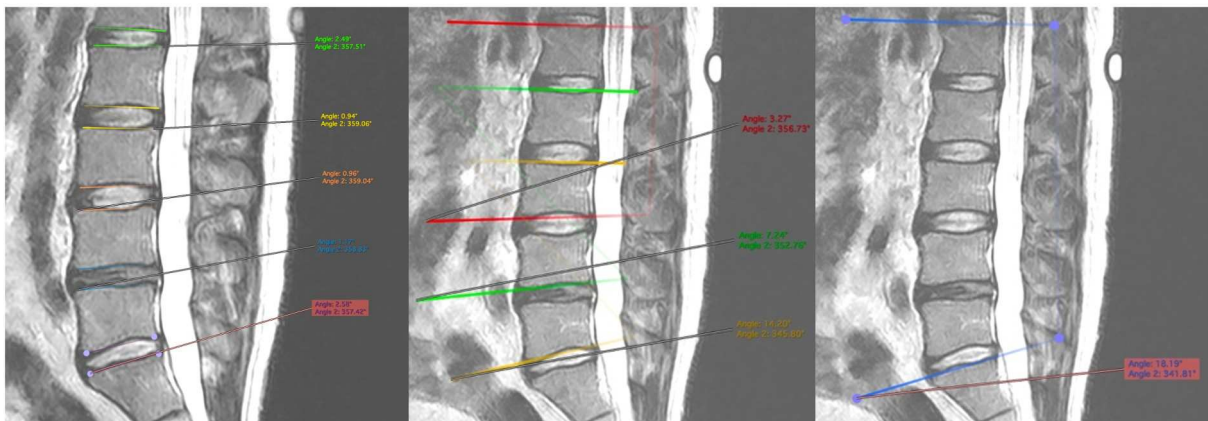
Mesures angulaires sagittales sur l'IRM en position assise neutre, obtenues au niveau du plan médian (aMRI)
